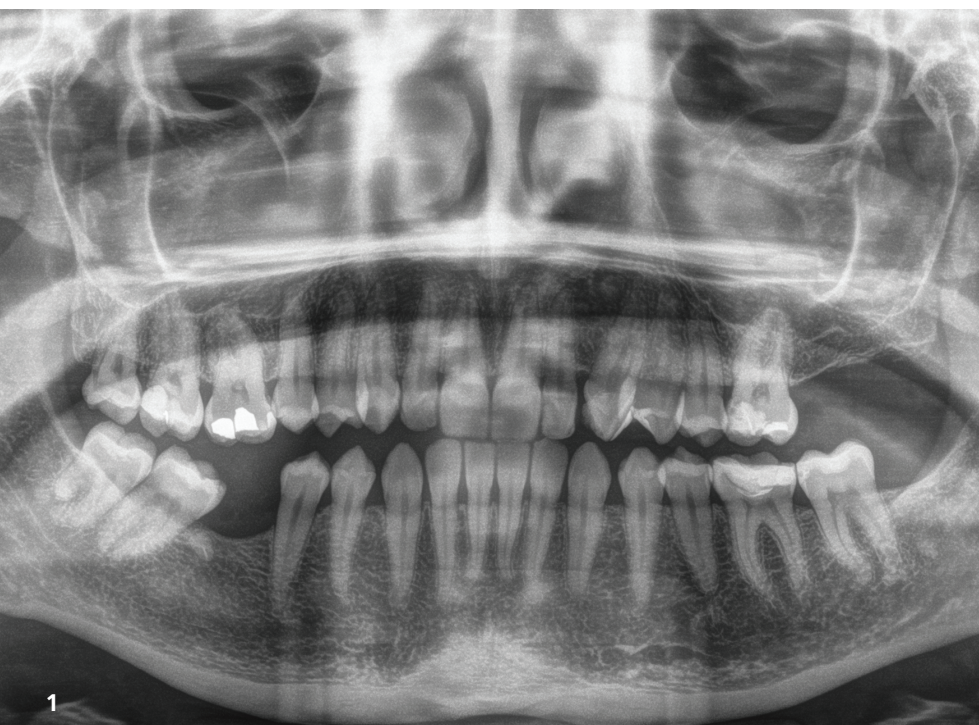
Präoperative Röntgenaufnahme Regio 27, die mit einem Zahnimplantat rehabilitiert werden soll.
